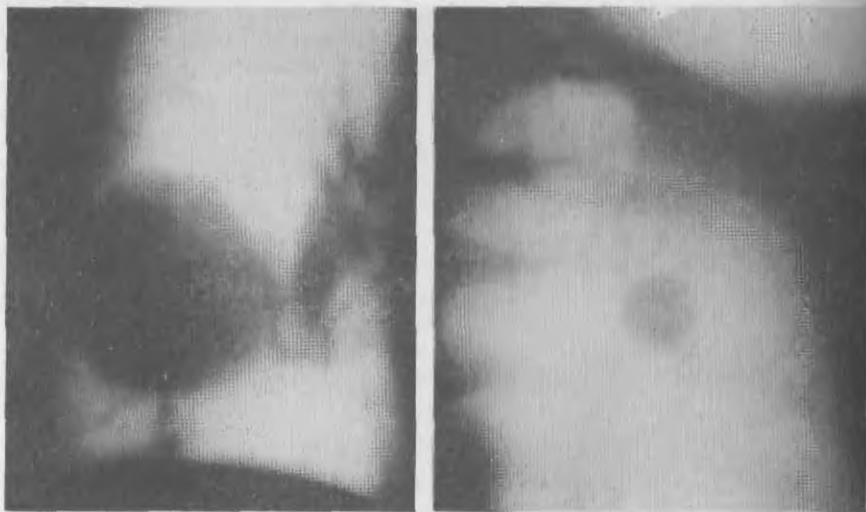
Боковая томограмма левого легкого. В нижней доле огромная гамартохондрома с точечными, сливающимися между собой обызвествлениями. Операция.
